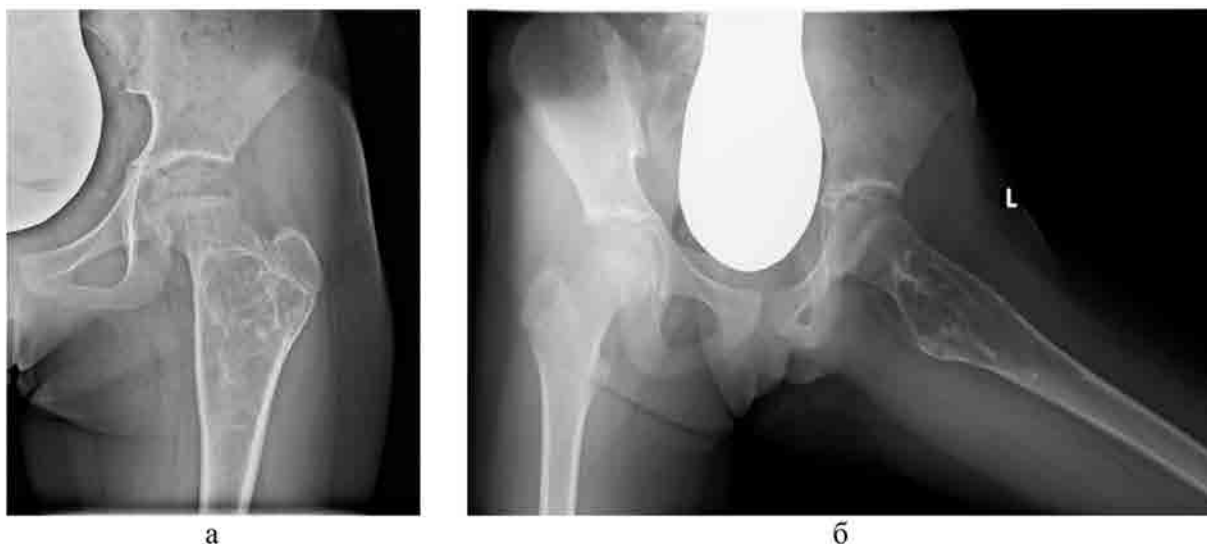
Рентгенограммы пациента М. 11 лет с аневризмальной кистой проксимального отдела левой бедренной кости: а – в прямой проекции; б – в проекции с отведением и внутренней ротацией бедра; отличие патологического очага при кисте от ОМ – литический характер деструкции, ячеисто-трабекулярная структура без периостальной реакции
